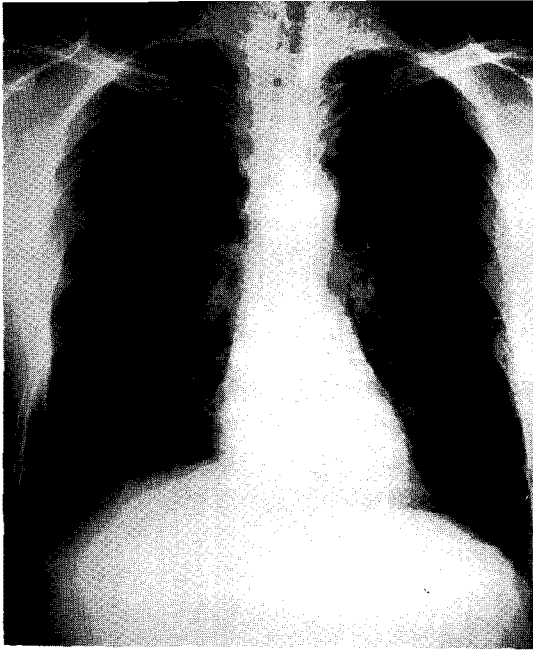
Chest x-ray shows no significant finding except previous right middle lobectomy
